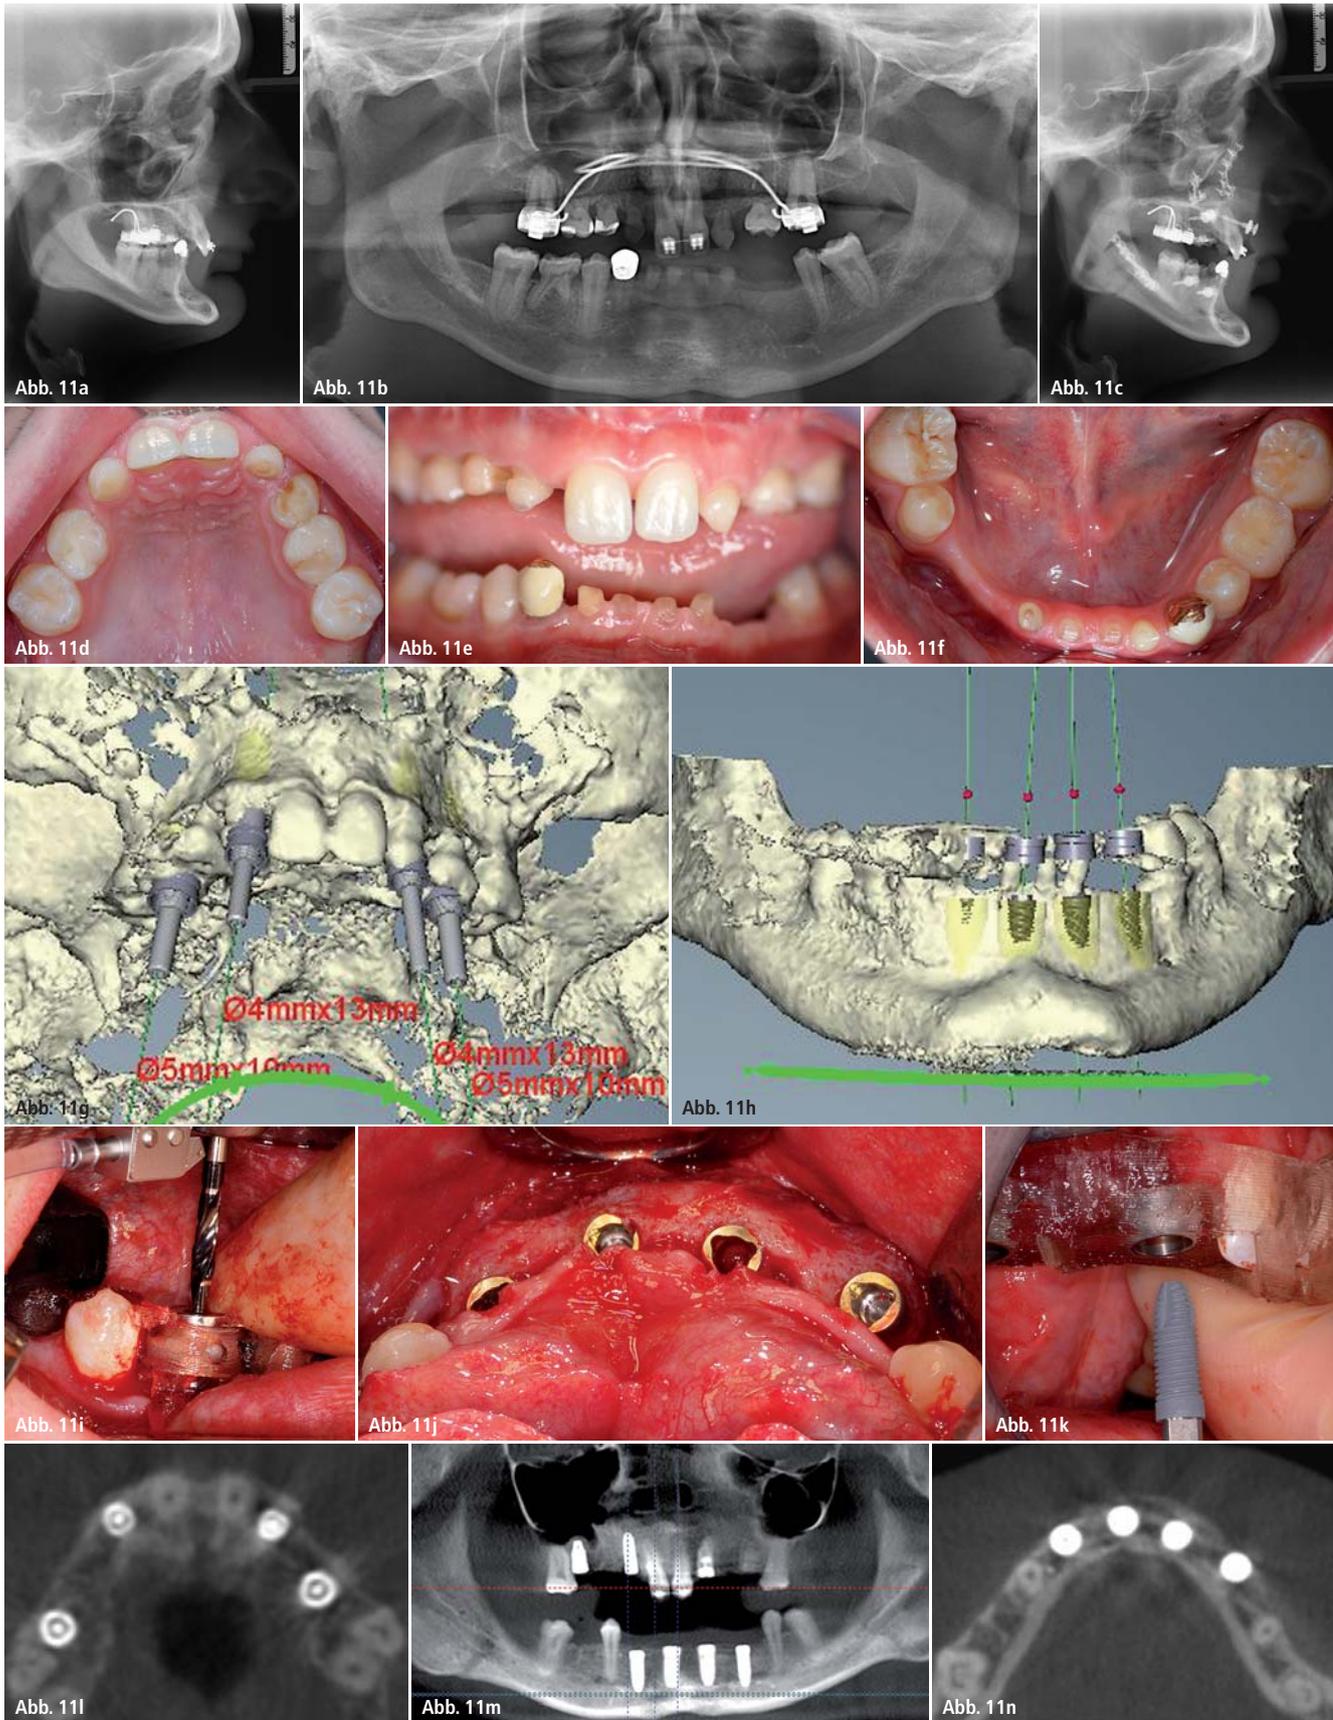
Komplexe implantologische Planung: Multiple Nichtanlagen im Ober- und Unterkiefer (Draernert, MKG Mainz; Wegener, Prothetik Mainz; Wriedt et al., Dysgnathiesprechstunde Mainz, als Case Report in Vorbereitung); a und b) Situation vor chirurgischem Behandlungsbeginn; c) Zustand nach bimaxillärer Umstellungsosteotomie; d-f) KFO-Status vor OP-Behandlungen (Wriedt, KFO Mainz); g und h) Implantatplanung im Ober- und Unterkiefer (NobelClinician); i und j) Guided Implantation im Unterkiefer hier nach Beckenkammaugmentation zweizeitig (NobelReplace); k) Guided Implantation im Oberkiefer (NobelReplace); l-n) Postoperative Röntgenkontrolle nach Implantation.
